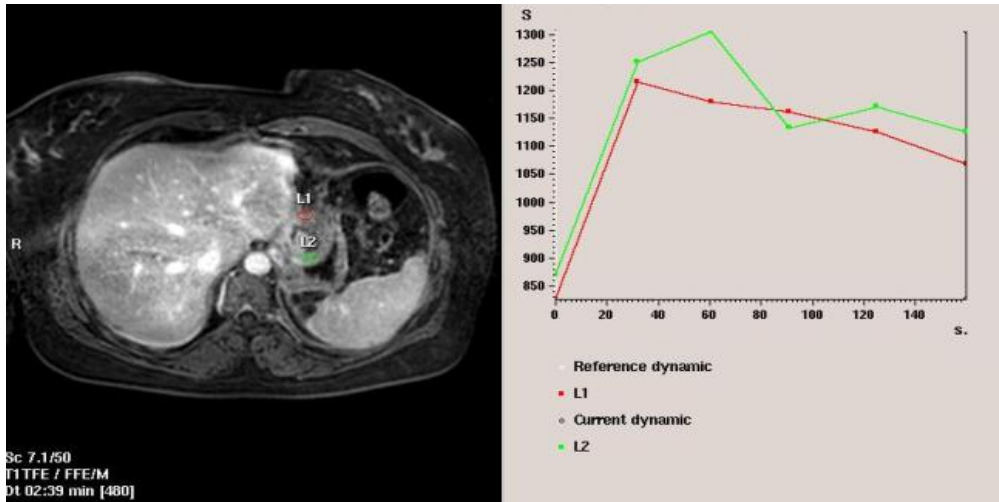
Dinamik MRG ile dalaktan yapılan Preoperatif ölçümler
